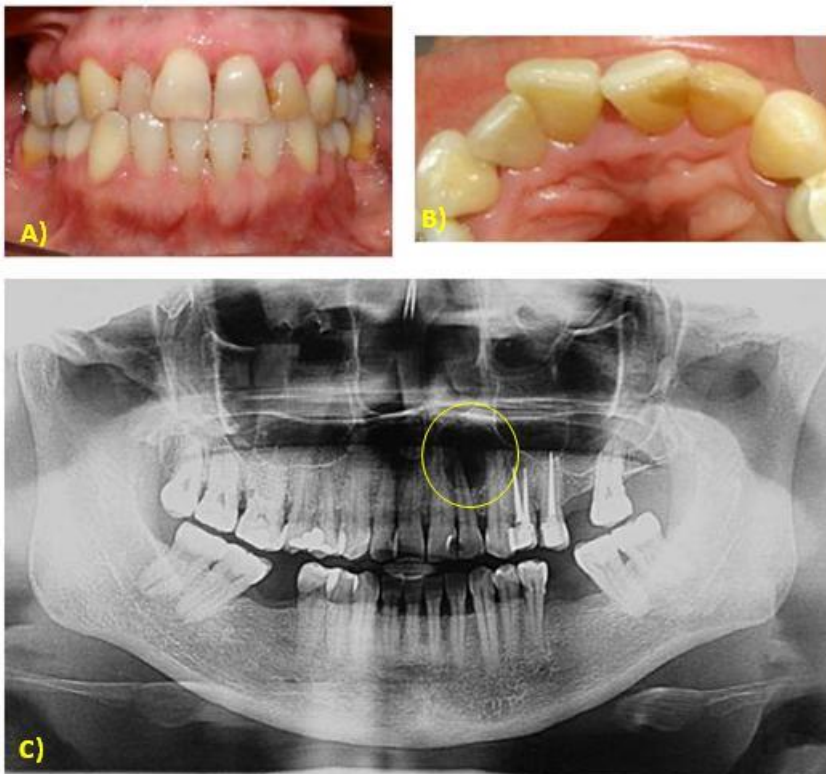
A) Vista Oclusal Inicial y B) Acercamiento del OD 11 Y 12, nótese el aumento de volumen de la mitad izquierda del paladar. C) Ortopantomografía que muestra la lesión tipo quística del lado superior izquierdo.
